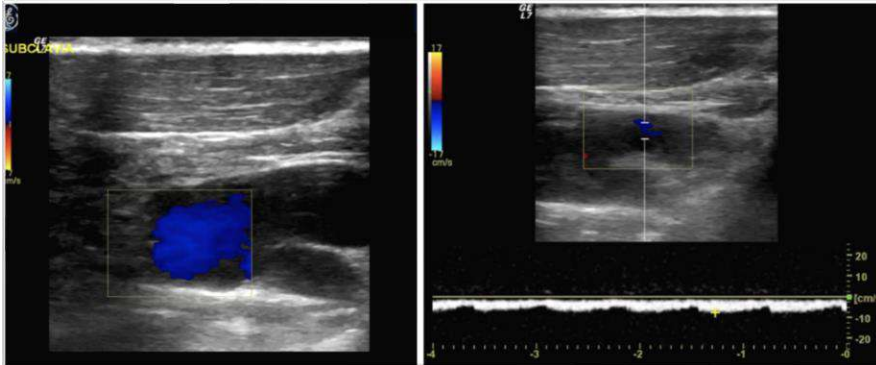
Vena subclavia: eco-doppler color y análisis espectral.
